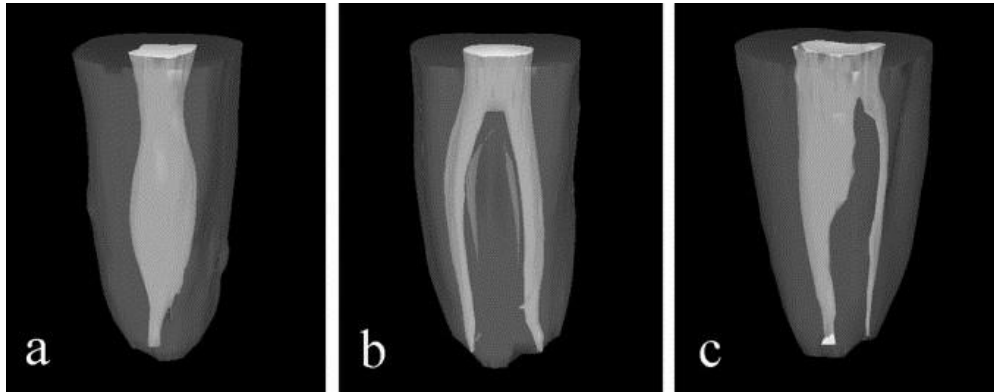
Tomografía que muestra tres tipos diferentes de conducto en C. (36)
